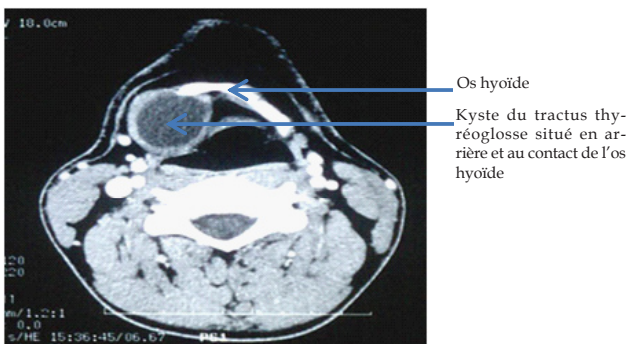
TDM cervicale coupe axiale montrant un kyste en arrière de l'os hyoïde
